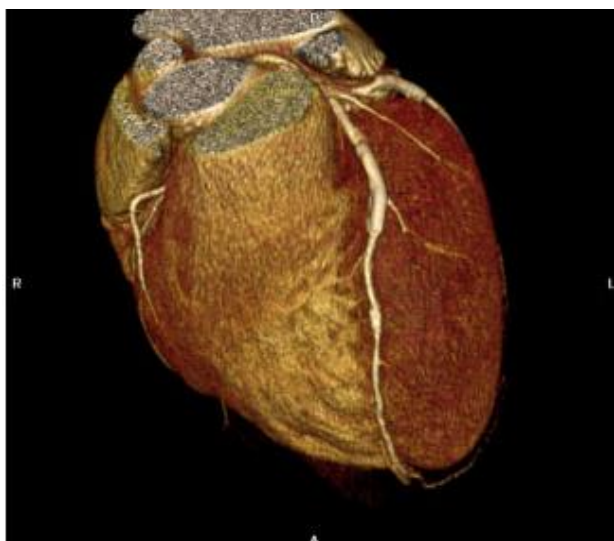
КТ – коронарографія.
